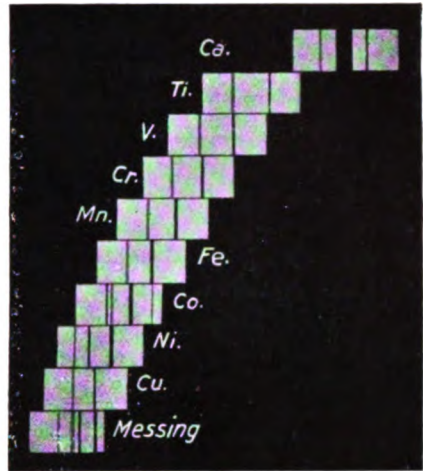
Röntgenspektren verschiedener Elemente (K-Serie) nach Mosely (aus Siegbahn, „Spektroskopie der Röntgenstrahlen“).
